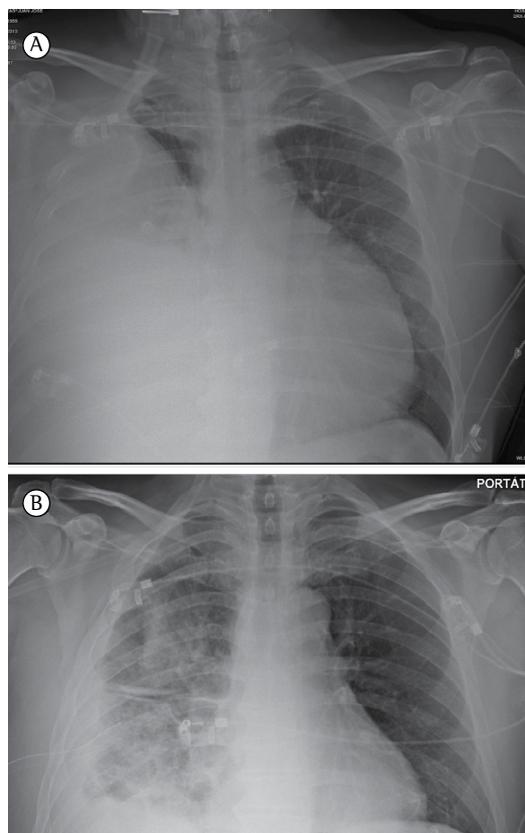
Radiografia de tórax mostrando uma opacidade envolvendo quase todo o pulmão direito, além de aumento da área cardíaca, antes e depois de drenagem pericárdica e torácica (A e B, respectivamente). Nota-se consolidação no lobo inferior direito, com derrame pleural leve e área cardíaca normal após a drenagem.
